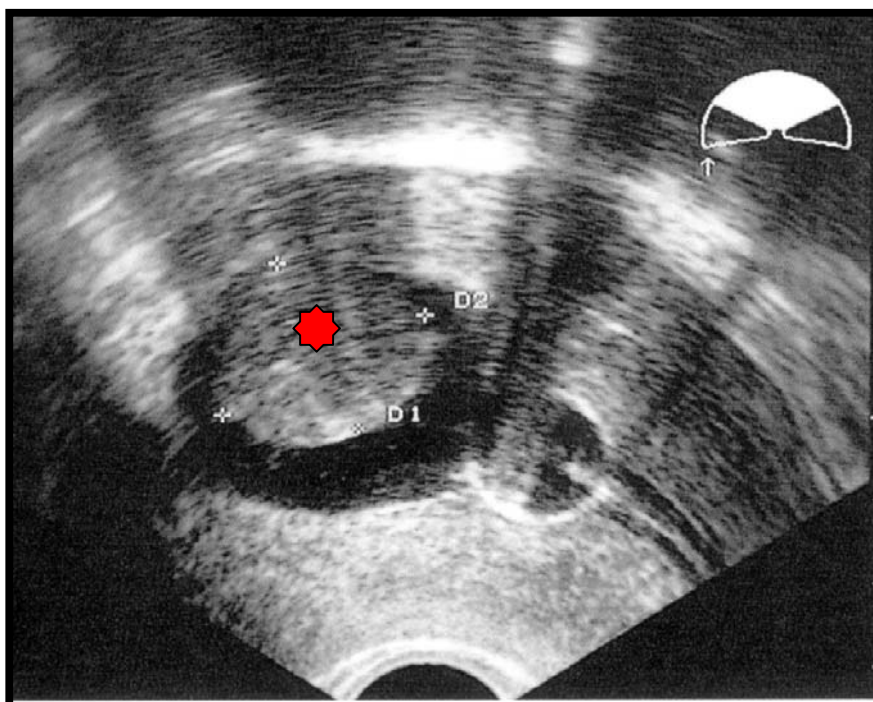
Histerosonografia
